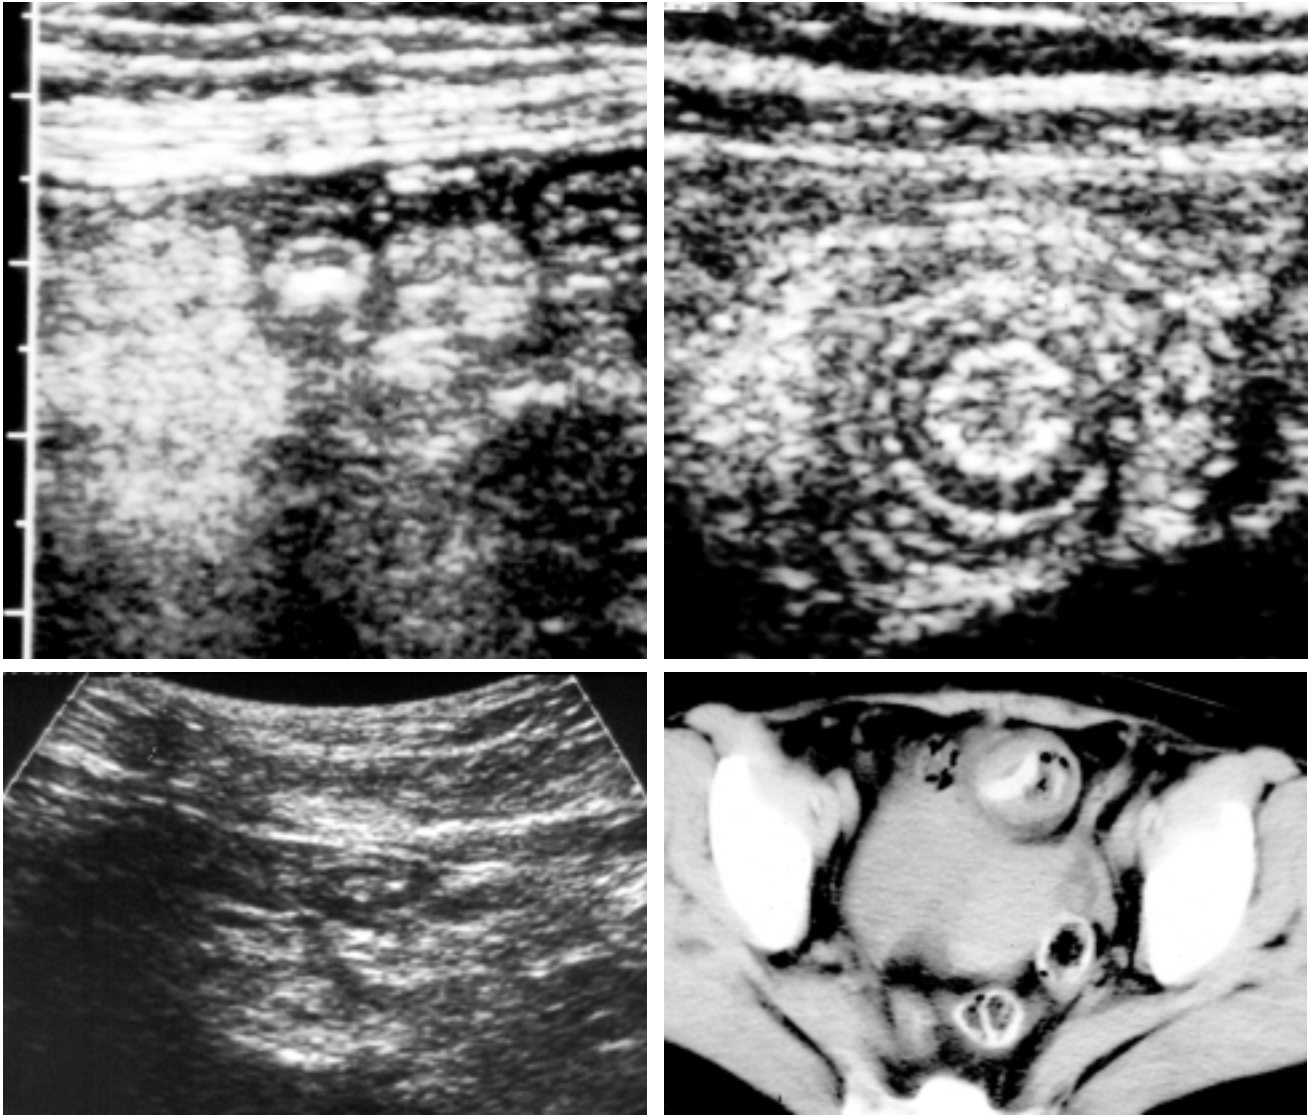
Échographie : le diverticule de Meckel apparaît comme une image en « cible » digestive (A) se raccordant à la région ombilicale (B). En cas de diverticulite la paroi s'épaissit nettement (C) également au scanner (D).
